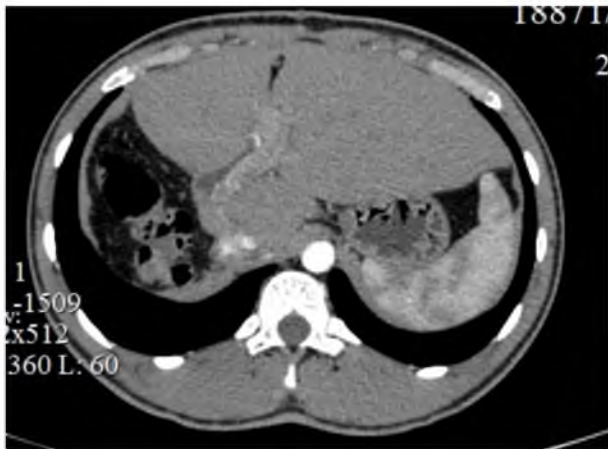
СКТ брюшной полости. Артериальная фаза. Культия печени (левая доля) без очаговых изменений. Визуализируется интактная левая ветвь воротной вены.
